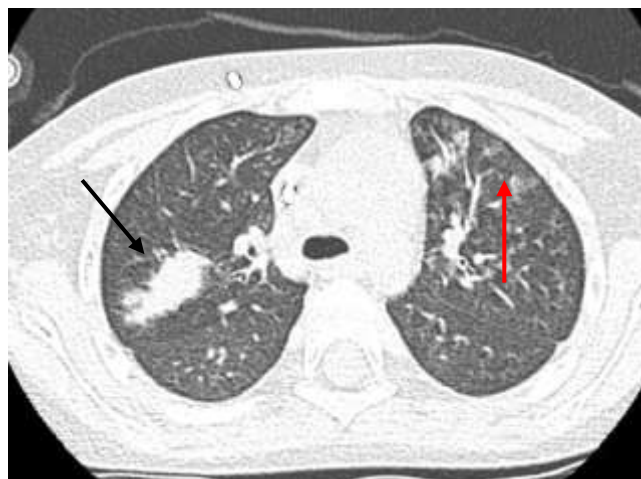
Gleicher Ausschnitt aus einer Niedrigdosis-CT des Thorax. Nach einmonatiger Monotherapie mit Posaconazol ist das flächige pneumonische Infiltrat im rechten Lungenmittellappen etwas regredient (schwarzer Pfeil).
